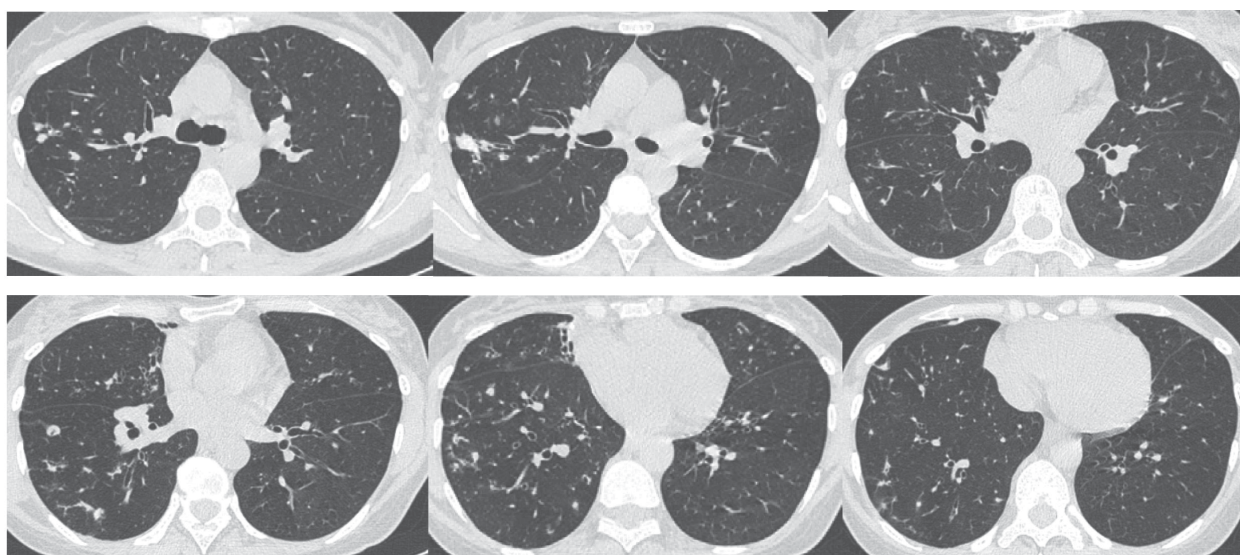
Компьютерная томография органов грудной клетки от декабря 2017 г.
